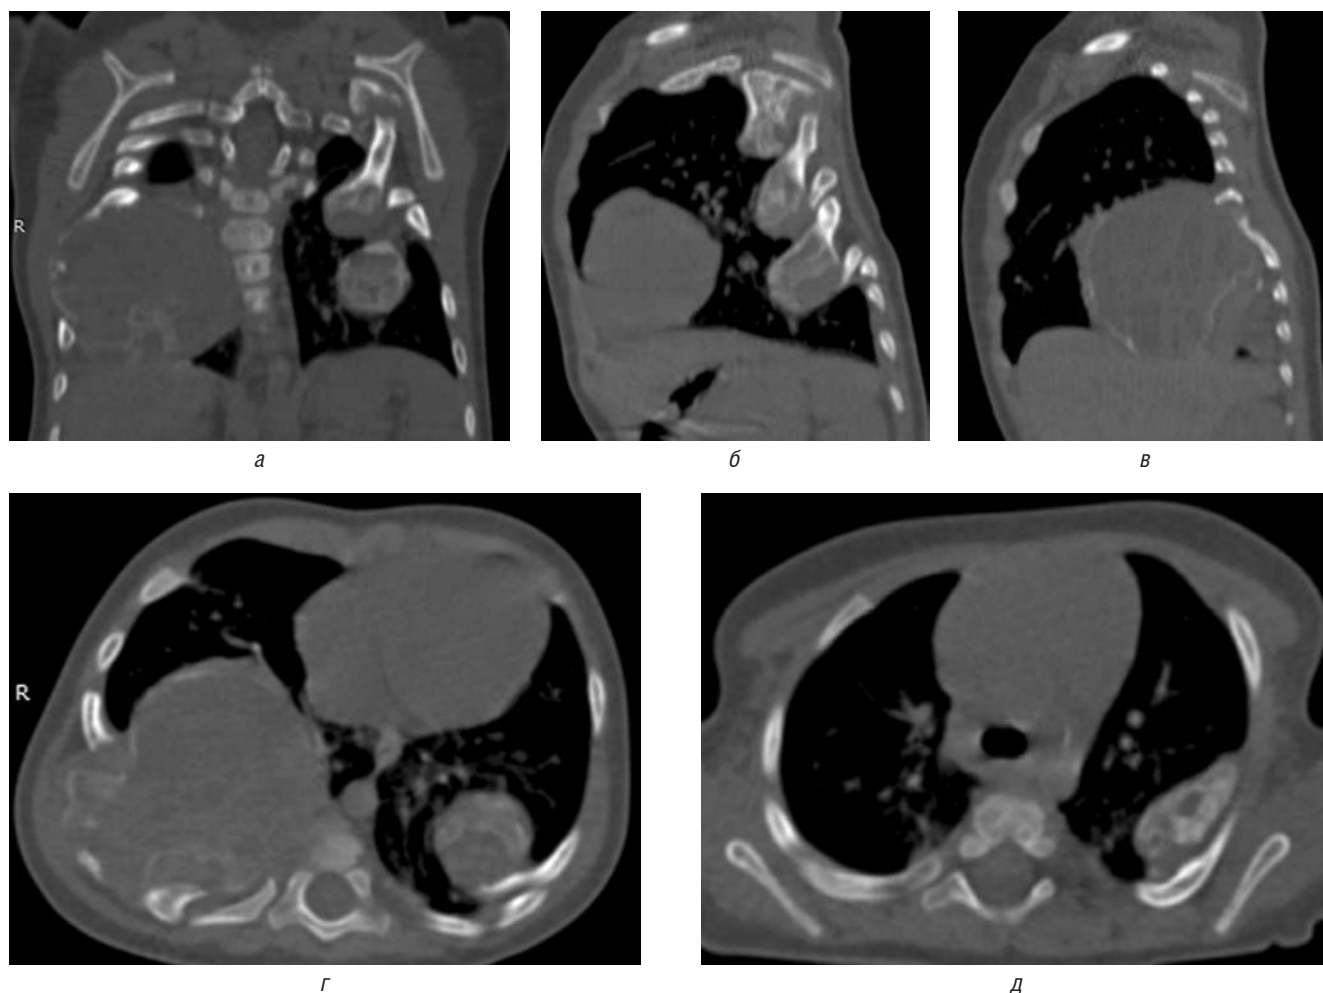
Фронтальные (а), сагиттальные (б, в) и аксиальные (г, д) срезы КТ грудной клетки, визуализирующие исходящие из ребер множественные двусторонние объемные образования с внутригрудным распространением
